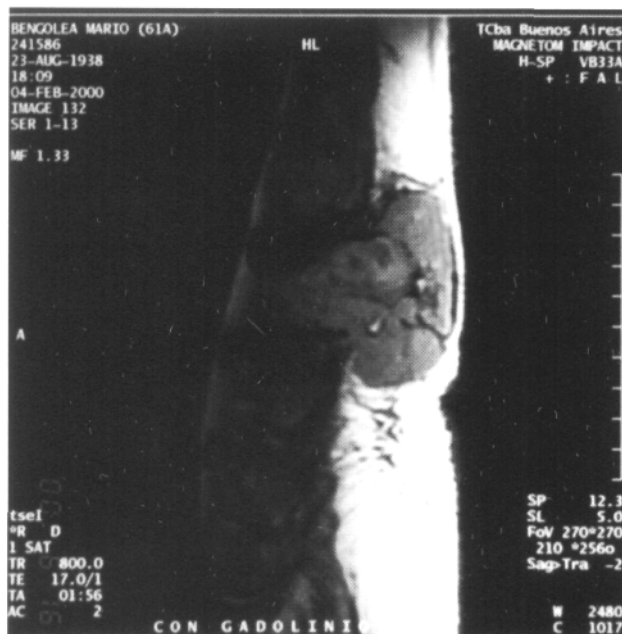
Resonancia magnética que muestra una masa infiltrante desde el arco posterior de T12 a L2 con compromiso del plano intrarraquídeo, aunque extradural, y que se extiende hasta el tejido celular subcutáneo.
